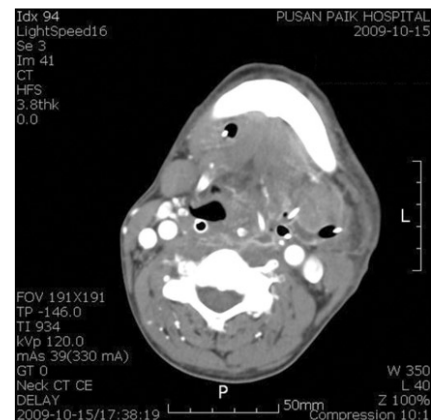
Axial view of CT shows decreased pus formations of the left submandibular, lateral pharyngeal, retropharyngeal, right submandibular, submental and prevertebral space and decreased deviation of upper airway tract to right than previous axial view of CT.
